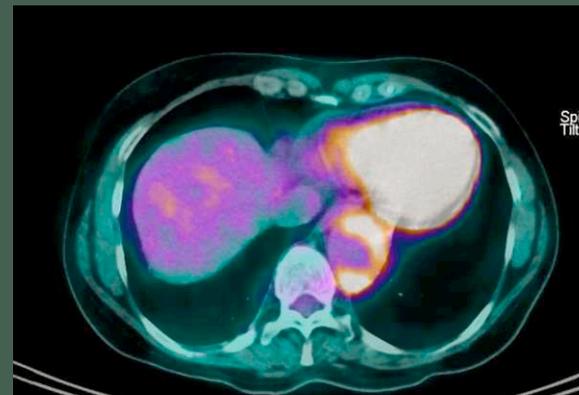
Imageries – TEP TDM 18 FDG
